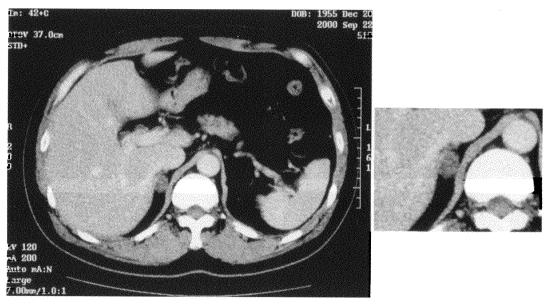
The enhanced CT scan of adrenal on 3rd hospital day.
